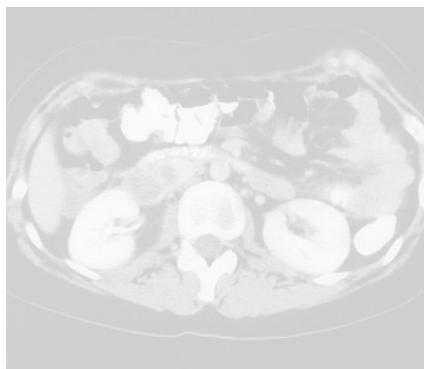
Tomografía computarizada que pone de manifiesto la trombosis de la vena ovárica derecha con extensión al interior de la vena cava. El trombo aparece como un área hipodensa en su interior.
